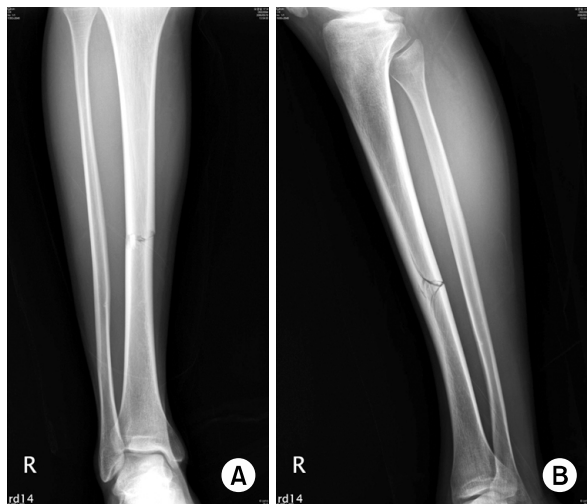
Initial radiograph of right leg AP (A) and lateral (B) shows right tibia shaft fracture.
